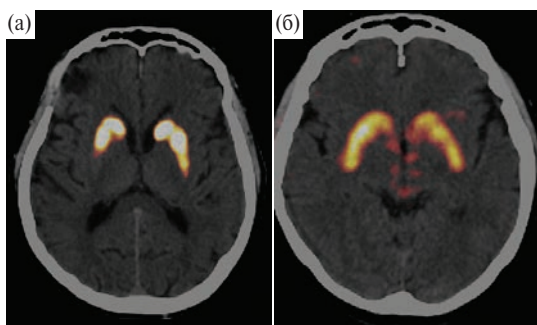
Изменения дофаминового обмена по данным ПЭТ. а – одностороннее снижение накопления радиофармпрепарата в области задних отделов скорлупы справа. б – незначительное одностороннее снижение накопления радиофармпрепарата в области задних отделов скорлупы слева.
